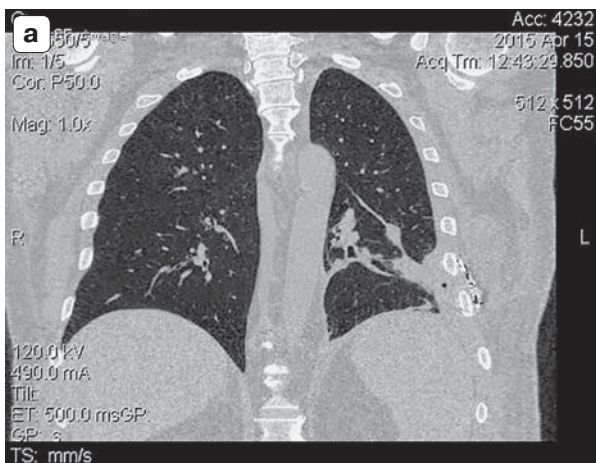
КТ-изображения после хирургической операции: торокопластика. а – МПР в корональной проекции. В проекции межреберного промежутка VII–VIII ребра визуализируется металлический шовный материал. На этом уровне, в прилежащих отделах S_{VI} , визуализируется зона уплотнения легочной ткани, соответствующая послеоперационному геморрагическому пропитыванию. В плевральной полости определяется пузырек воздуха; б – 3D-МПР. Нормализация просвета межреберного промежутка с помощью металлических скоб с восстановлением каркаса грудной клетки.
